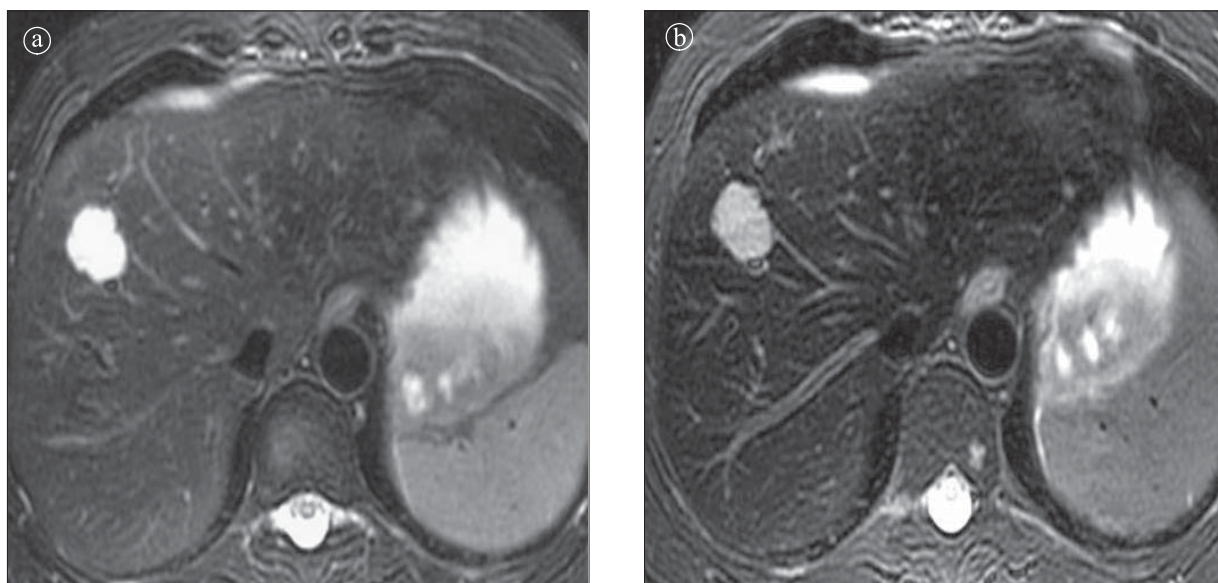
Hemangiom hepatic. Secțiuni axiale IRM T2. FSE. a) precontrast. Mică leziune în hipersemnal T2 în segmentul VIII-IV. b) postcontrast discretă scădere a semnalului intralezional prin efectul de blood pool al Rezovistului.
